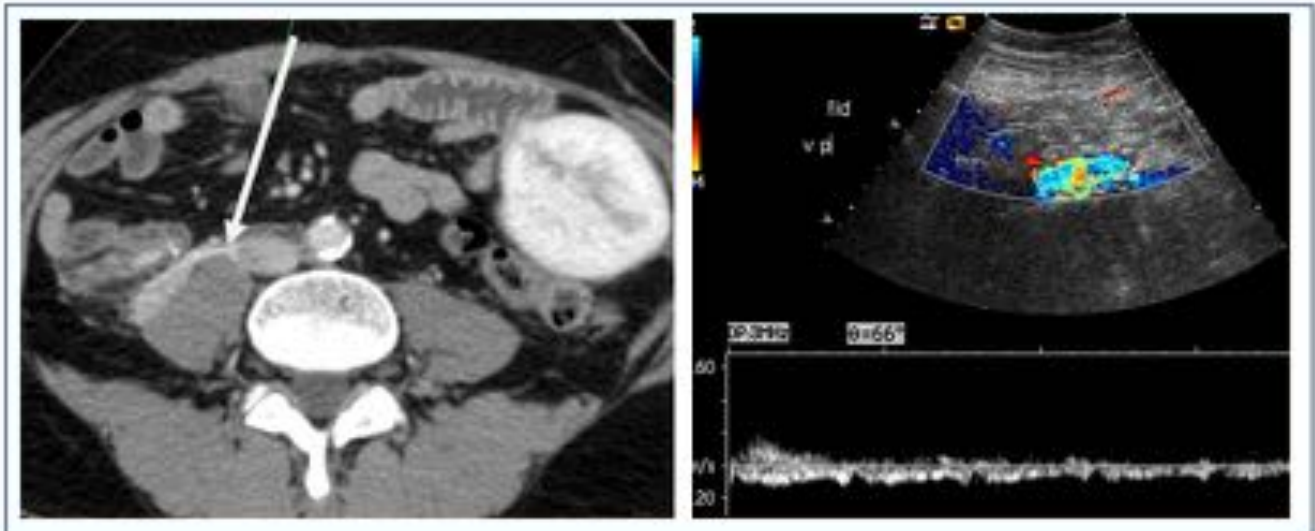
Estenosis de la vena del injerto pancreático en una mujer de 41 años. Imagen axial de TCMD que muestra una estenosis en la vena del injerto pancreático que presenta un drenaje venoso sistémico hacia la vena cava inferior. La ecografía doppler confirmó el diagnóstico.
